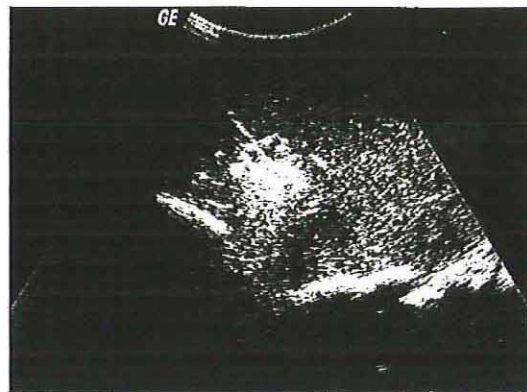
Peroperační USG obraz oválné metastázy v játrech
